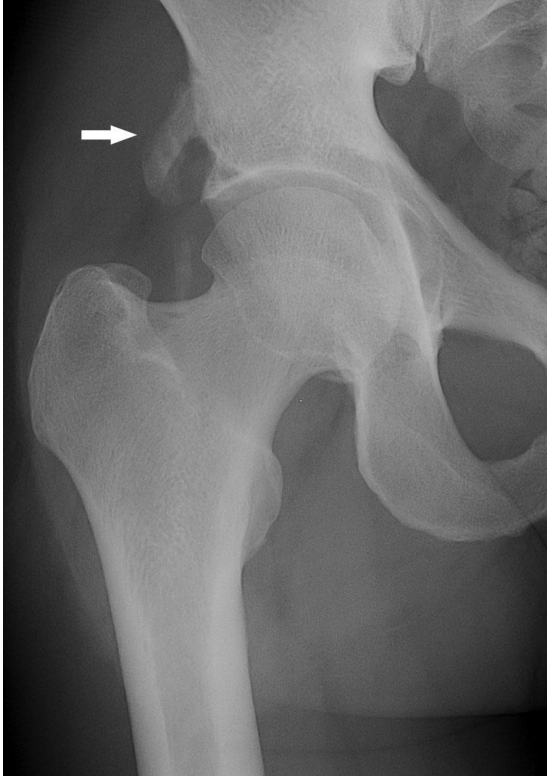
Radiographie de face de hanche droite.
